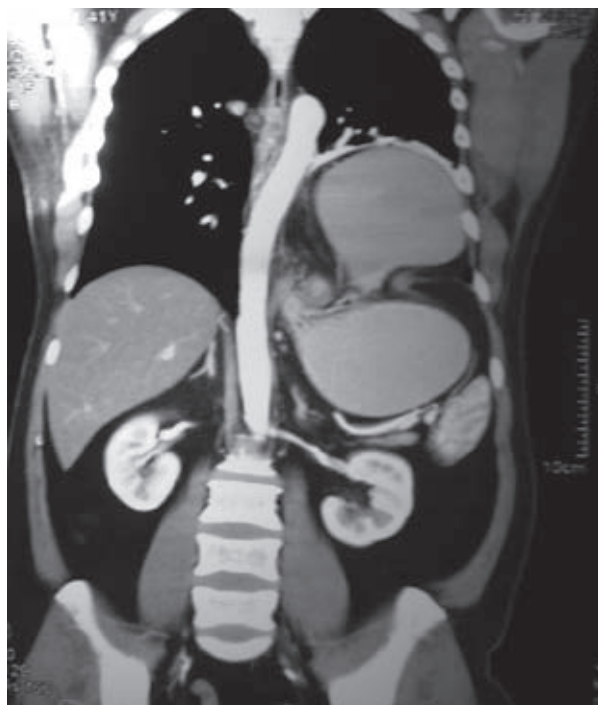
Tomografía abdominal con contraste. Se nota el ascenso de las vísceras abdominales a través del defecto congénito diafragmático.
